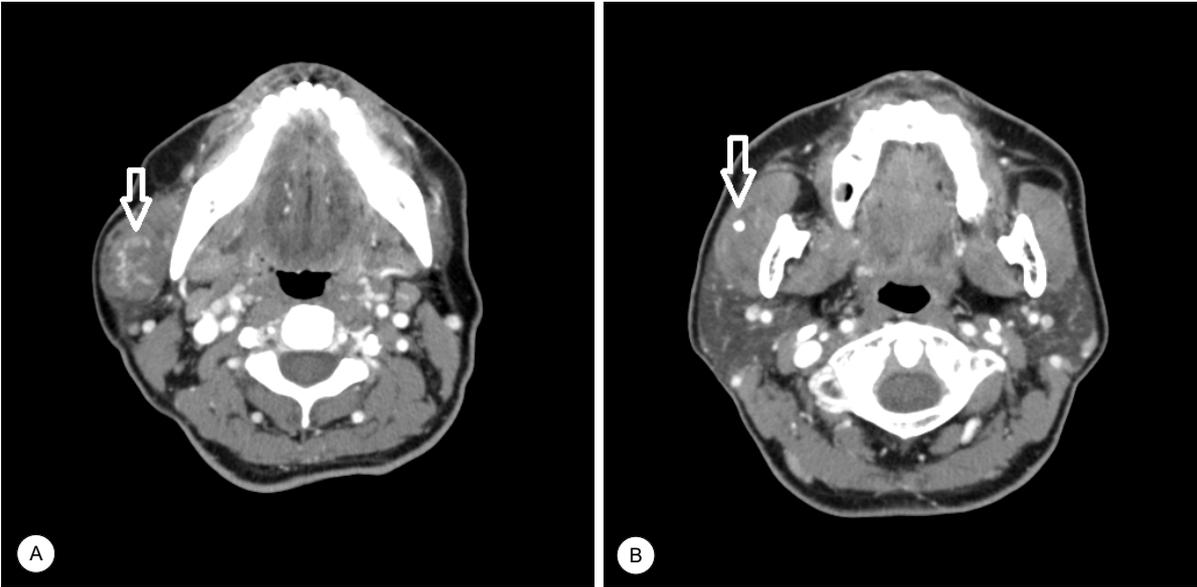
Preoperative Neck CT: About 3.4 x 3.4 cm sized ovoid bulging soft tissue mass in the right parotid gland and masseter muscle with heterogeneous enhancement. (Empty white arrow: inner calcification, phlebolith) (A), (Empty white arrow : sialolith in the right parotid gland)(B)
